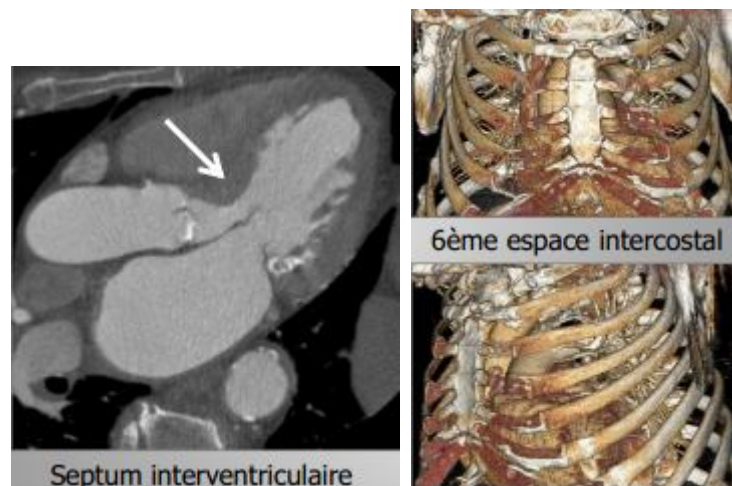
TDM Artère coronaire gauche
